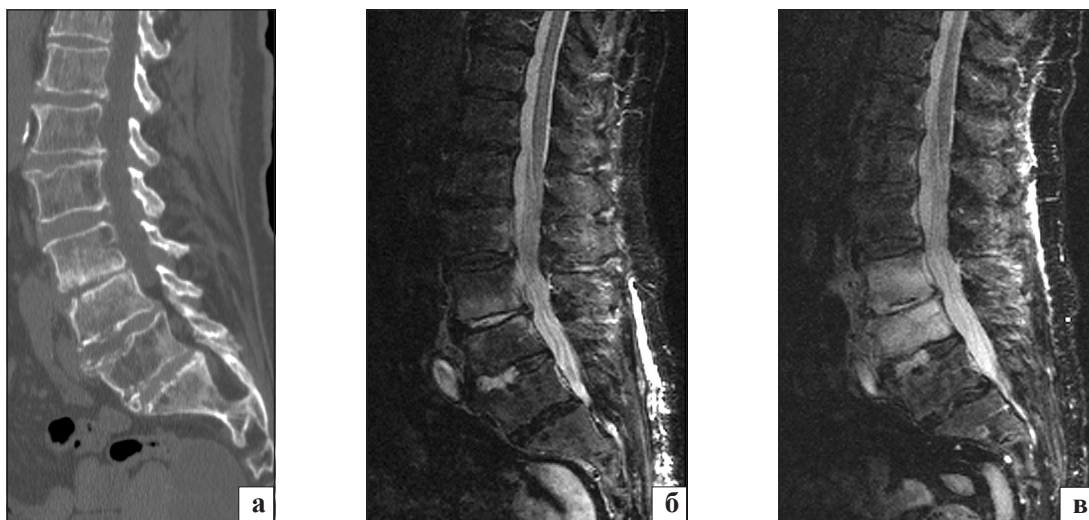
Хворий К., 53 р.: а) КТ хребта: зниження висоти міжхребцевого диска  $L_{III}-L_{IV}$ , нерівність замикальних пластин, субхондральний склероз. Спондиліт (сумнівні дані), остеохондроз; б) дообстеження, МРТ хребта (STIR): субхондральний набряк кісткового мозку тіла хребця  $L_{III}$ , мінімальний набряк тіла хребця  $L_{IV}$ , ураження міжхребцевих дисків  $L_{III}-L_{IV}$ ,  $L_{IV}-L_V$ . Дисцит, спондиліт; в) МРТ хребта через 1 міс., негативна динаміка: дифузний набряк кісткового мозку тіл хребців  $L_{III}$ ,  $L_{IV}$ , ураження міжхребцевих дисків  $L_{III}-L_{IV}$ ,  $L_{IV}-L_V$ ; набряк та паравертебральний інфільтрат
